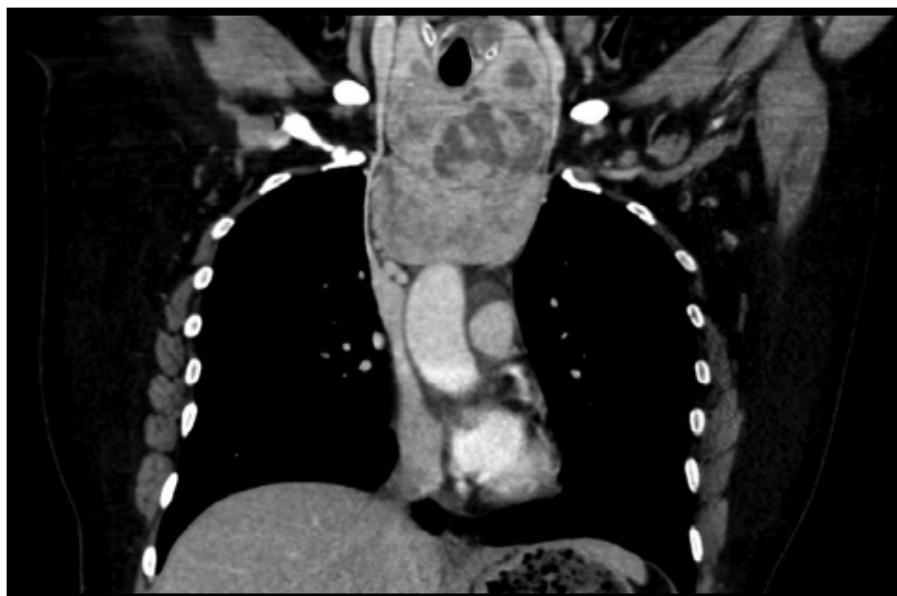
TDM cervico-thoracique : reconstruction coronale montrant un volumineux goitre atteignant le niveau de l'arc aortique (97)
